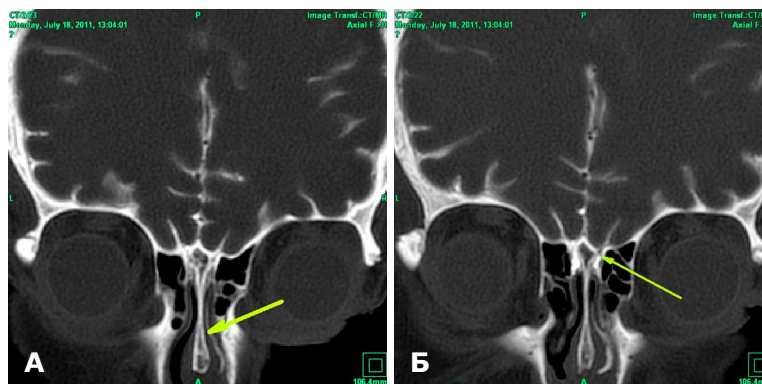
КТ-цистернография. Фронтальный срез. А — симптом «ликворной дорожки» — контрастированная СМЖ в правой половине полости носа (стрелка); Б — дефект пластинки решетчатой кости справа диаметром 2 мм (стрелка).
